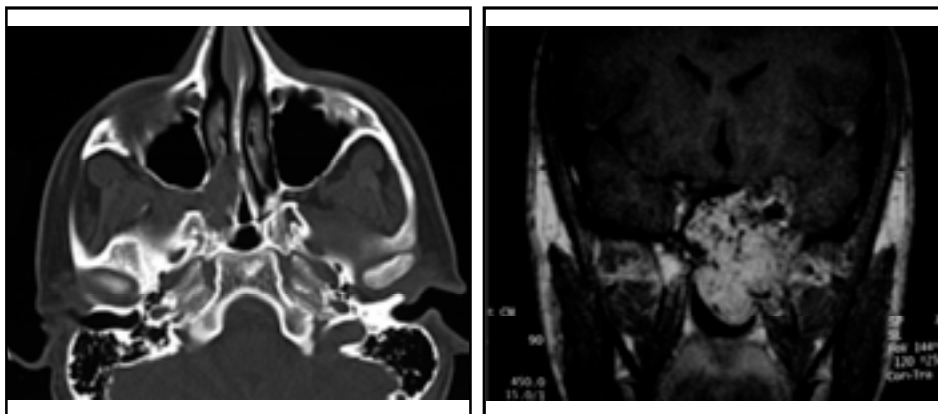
Fibroangioma giovanile. a) tipico aspetto TC di piccolo fibroangioma destro: allargamento delle fessura pterigo-palatina. b) tipico segnale RM di fibroangioma giovanile sinistro discretamente voluminoso.
